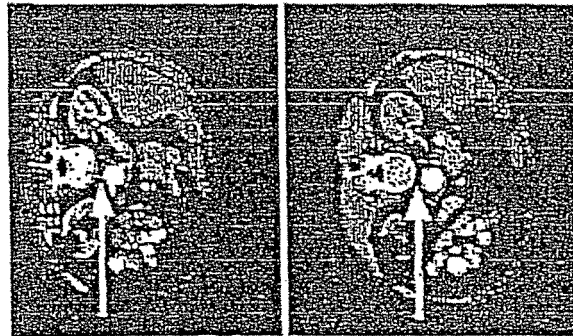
Representa un barrido de TC
